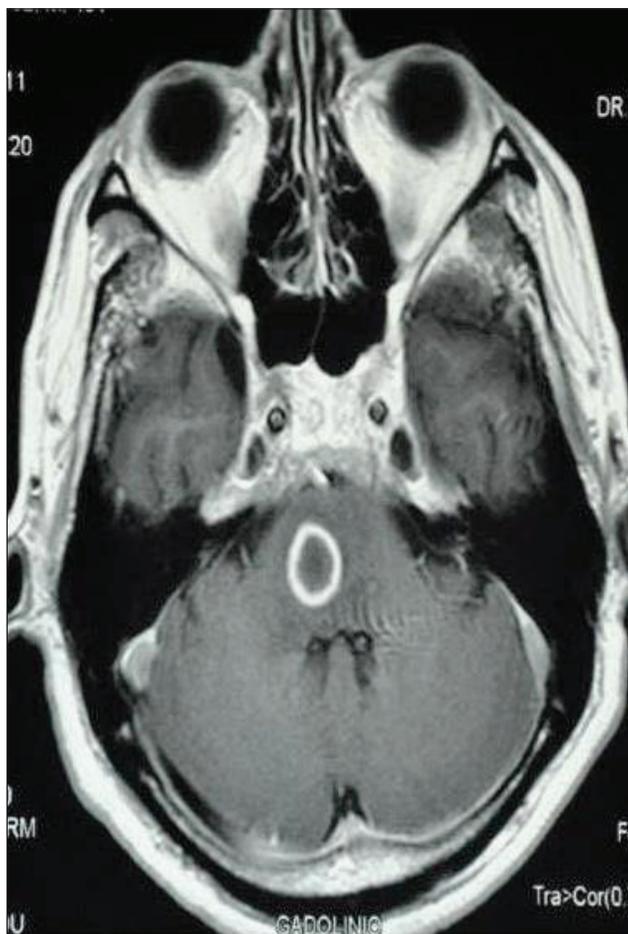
RMN contrastada en T1.
